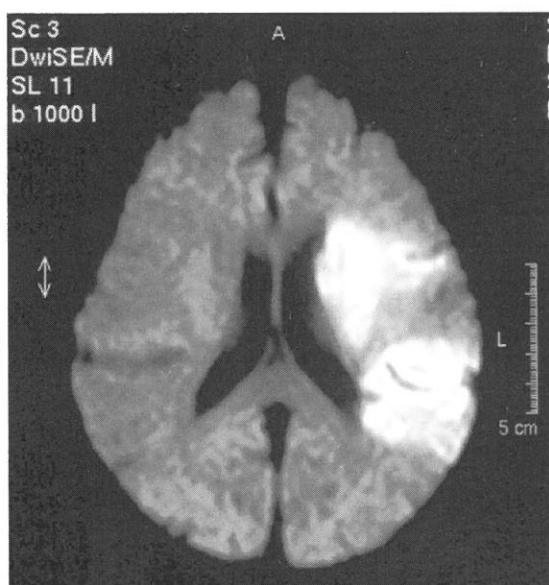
MRI 拡散強調画像にて左中大脳動脈領域に広範囲な高信号域を認める
